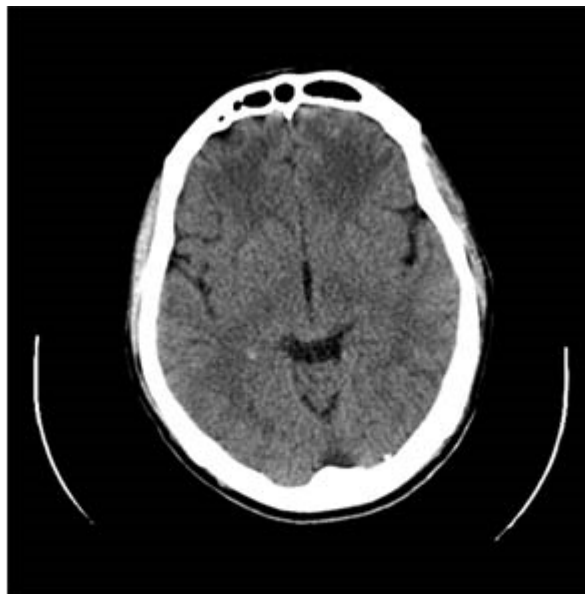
TAC de cráneo simple. Se observan áreas hipodensas difusas en ambas regiones frontobasales compatibles con edema cerebral o desmielinización.
